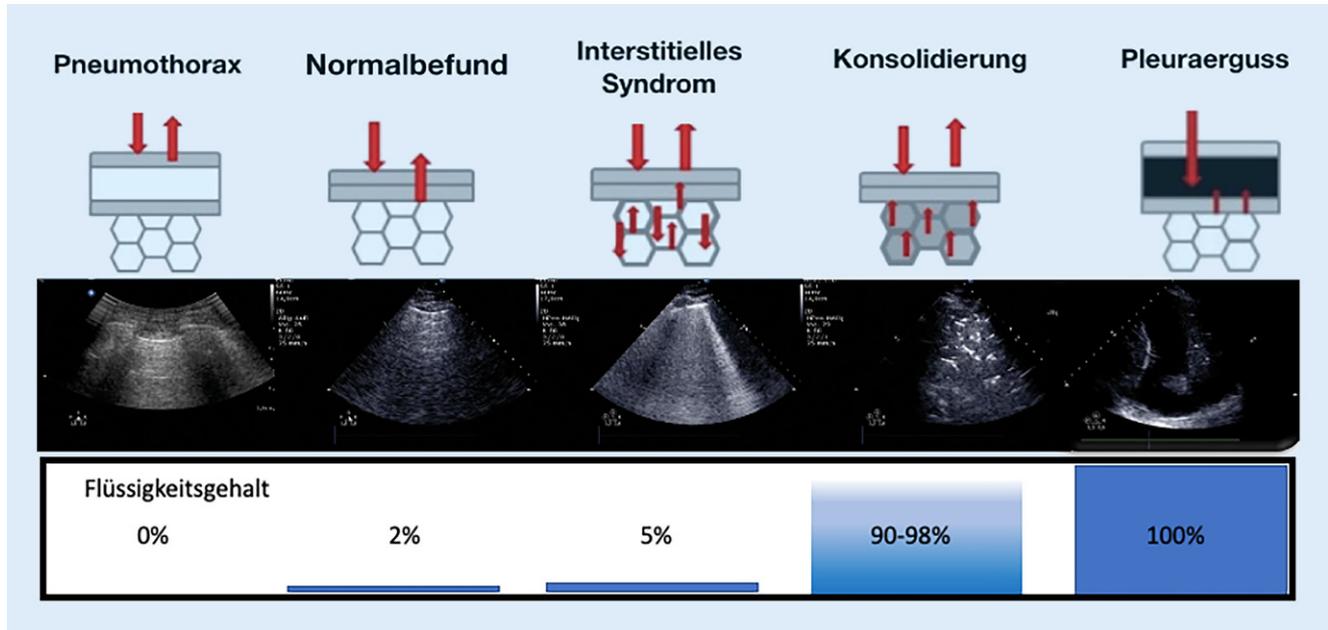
▲ Modellhafte Systematik der LUS(Lungensonographie)-Befunde in Anlehnung an D. Lichtenstein
